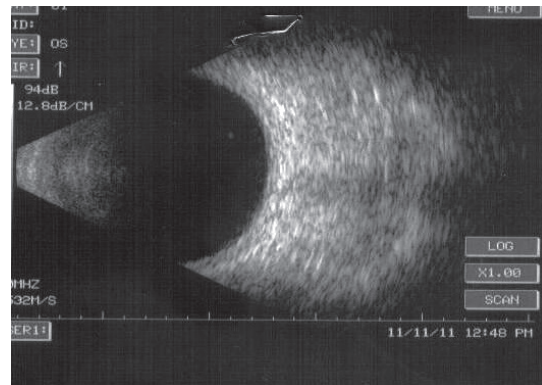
УЗИ больного Е. через 3 месяца после ТТТ
